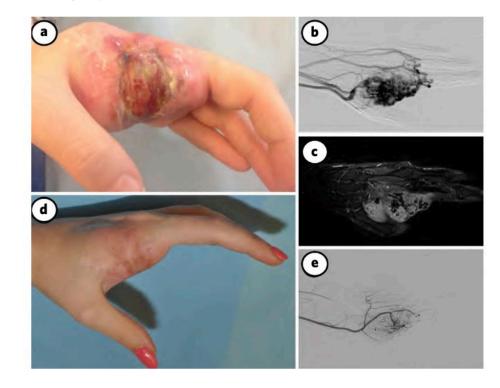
Patient 12 with AVM of the hand. a-c, The AVM recurred clinically (a) and radiologically, on arteriography (b) and on MRI (c), despite amputation of the second finger. Note associated painful ulceration. d, e, Complete healing (d) and important reduction of the nidus on arteriography (e) after 2 years of thalidomide treatment.
